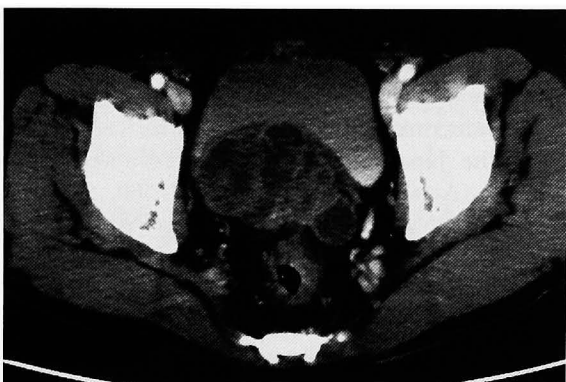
Abdominal enhanced CT scan revealed large masses with multilocular structure posterior to the prostate with rectal and bladder invasion.
